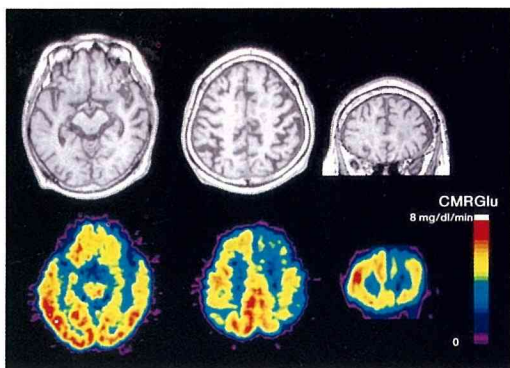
症例6, MRI T1強調画像(上段)とPET局所脳ブドウ糖代謝画像(下段)
